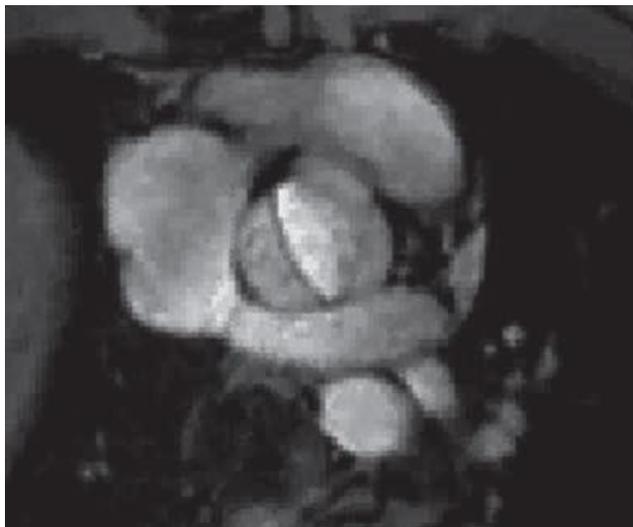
МРТ, бicuspidальный аортальный клапан
